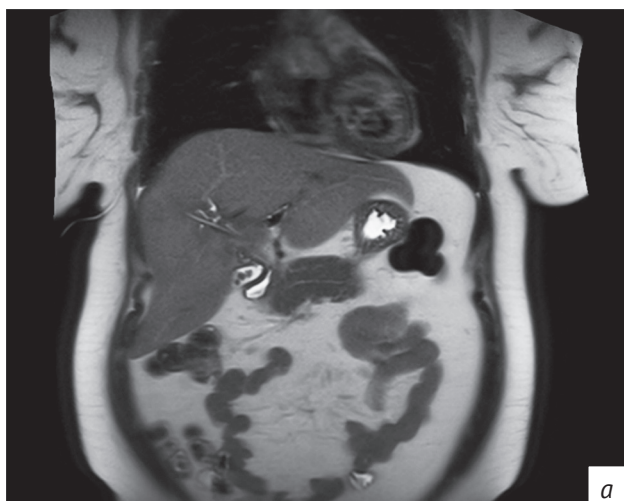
Пациентка З. МРТ брюшной полости, T2:
